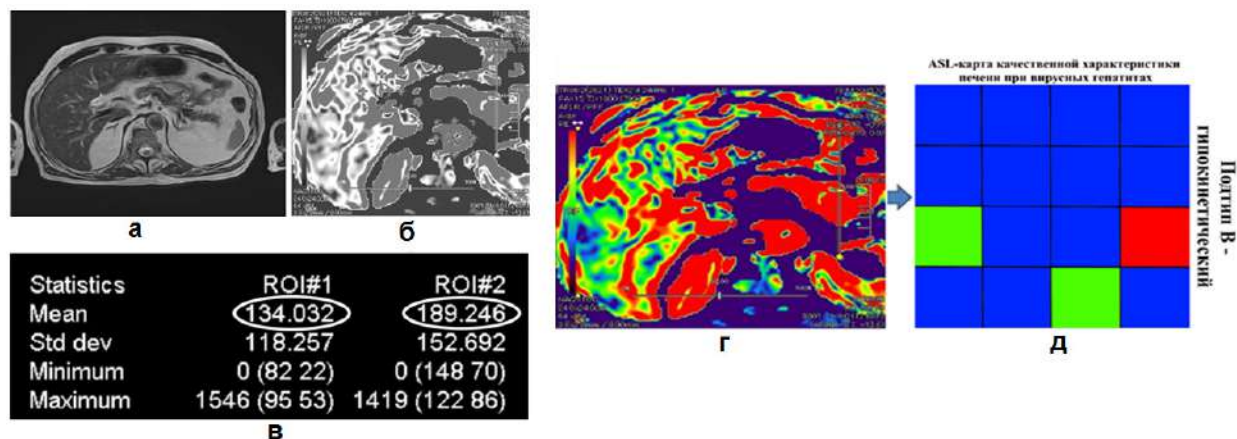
Пациентка Р. 48 лет, с диагнозом вирусный гепатит В: а – T2 ВИ, аксиальный срез; б – серая карта ASL-перфузии печени (1 – печеночная артерия, 2 – брюшной отдел аорты); в – статистическая ASL – карта, HBF=134 мл/100г/мин, ABF=189,2 мл/100г/мин; г – цветная карта ASL-перфузии печени (синий тип окрашивания); д – графическая ASL-шкала перфузии печени IV, подтип В (гипокинетический)
